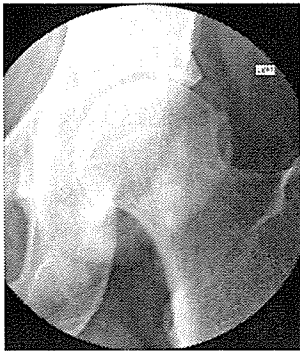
図3ステロイド剤注入時の単純X線で軽度の関節裂隙の狭小化を認める。
